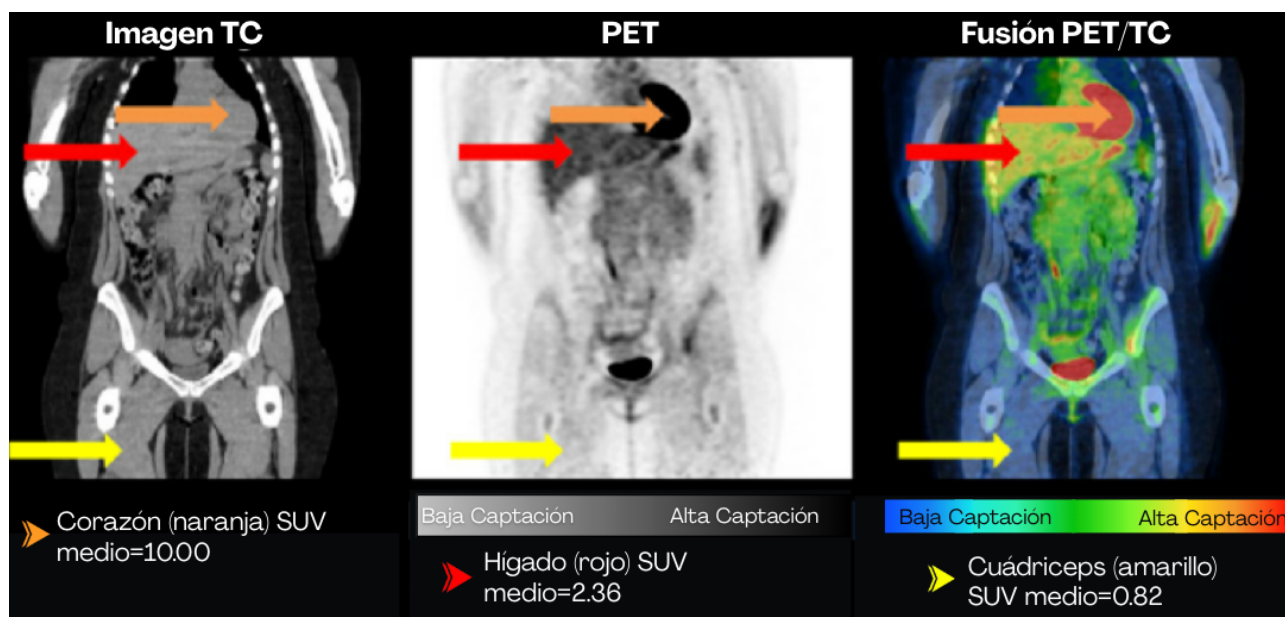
El valor de la imagen híbrida (Fusión PET-TC). De izquierda a derecha: la imagen de TC proporciona el detalle anatómico; la imagen PET muestra la actividad metabólica (captación de ^{18}F -FDG); la imagen fusionada integra ambas, permitiendo la localización precisa del metabolismo en la anatomía. Los valores SUV (Standardized Uptake Value) cuantifican esta actividad. Fuente: Vázquez M (s.f.).
